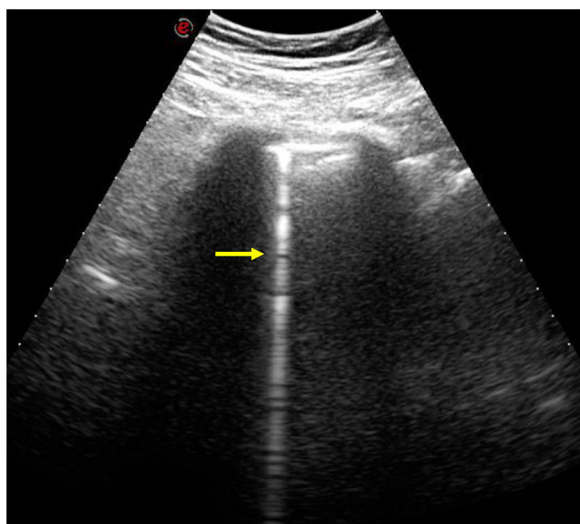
Ecografía pulmonar en una paciente con esclerodermia (forma difusa) y enfermedad pulmonar intersticial fibrosante. Se aprecia una imagen hiperecogénica lineal perpendicular a la superficie pleural, que se extiende en profundidad a lo largo de todo el campo de visión (línea B) (flecha). Cortesía de la Dra. E. Vicente.
